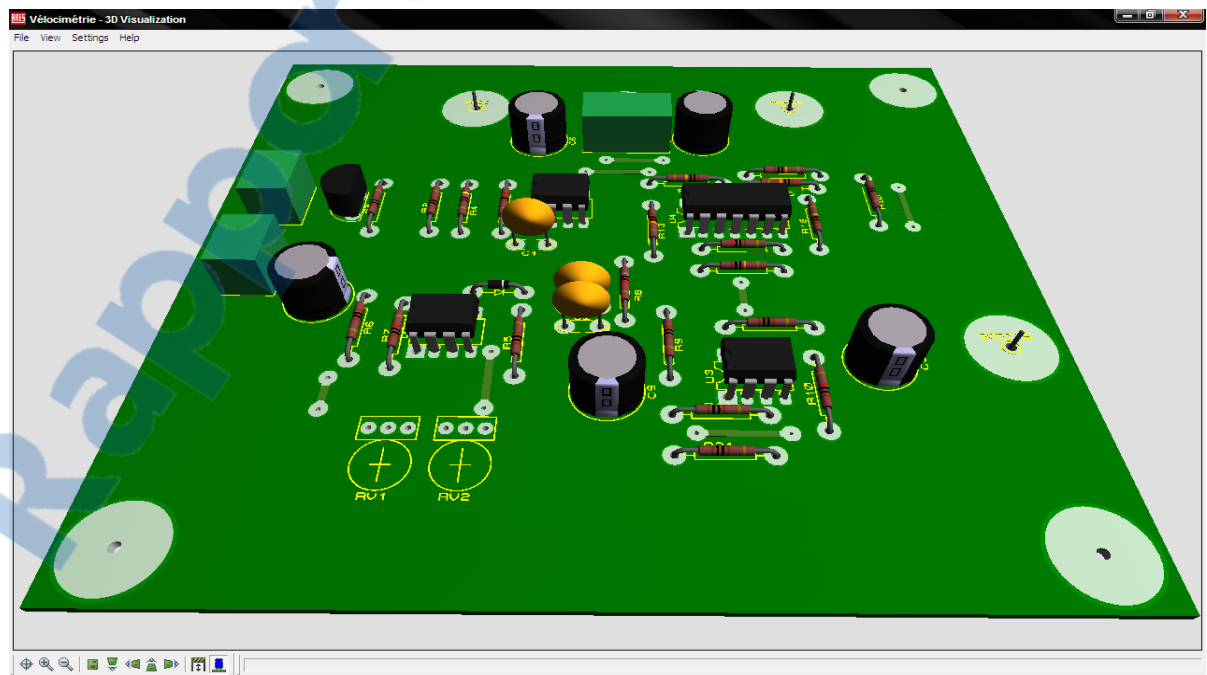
10 image 3D de la mise en forme d'une vélocimétrie Doppler
